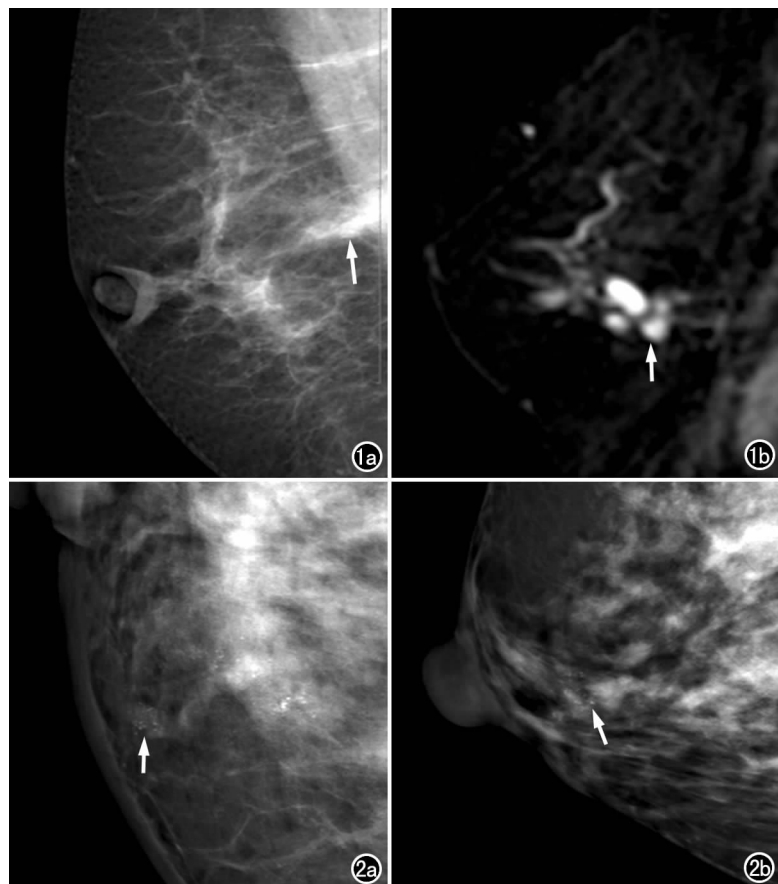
女, 55 岁, 乳腺浸润性导管癌。a) 右乳房摄影 MLO 片, CAD 检出右乳深部小结节(箭); b) 乳腺 MRI 示相应部位强化结节(箭)。
